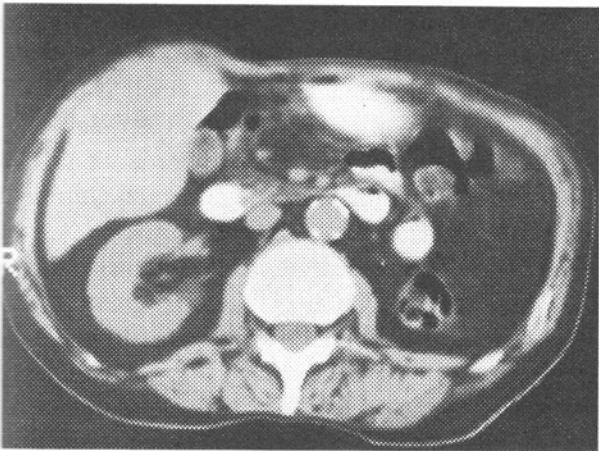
TOMOGRAFIA COMPUTADA con contraste oral. Cáncer Avanzado. Lesión úlcerovegetante de antro + metástasis hepáticas.
